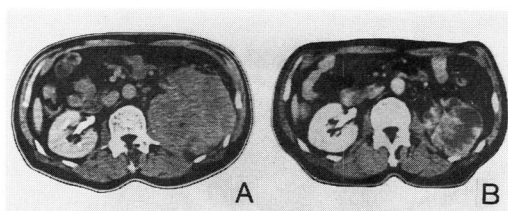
症例 10 の腹部 CT scan. A: HLBI 投与前, B: HLBI 投与 8 週後
